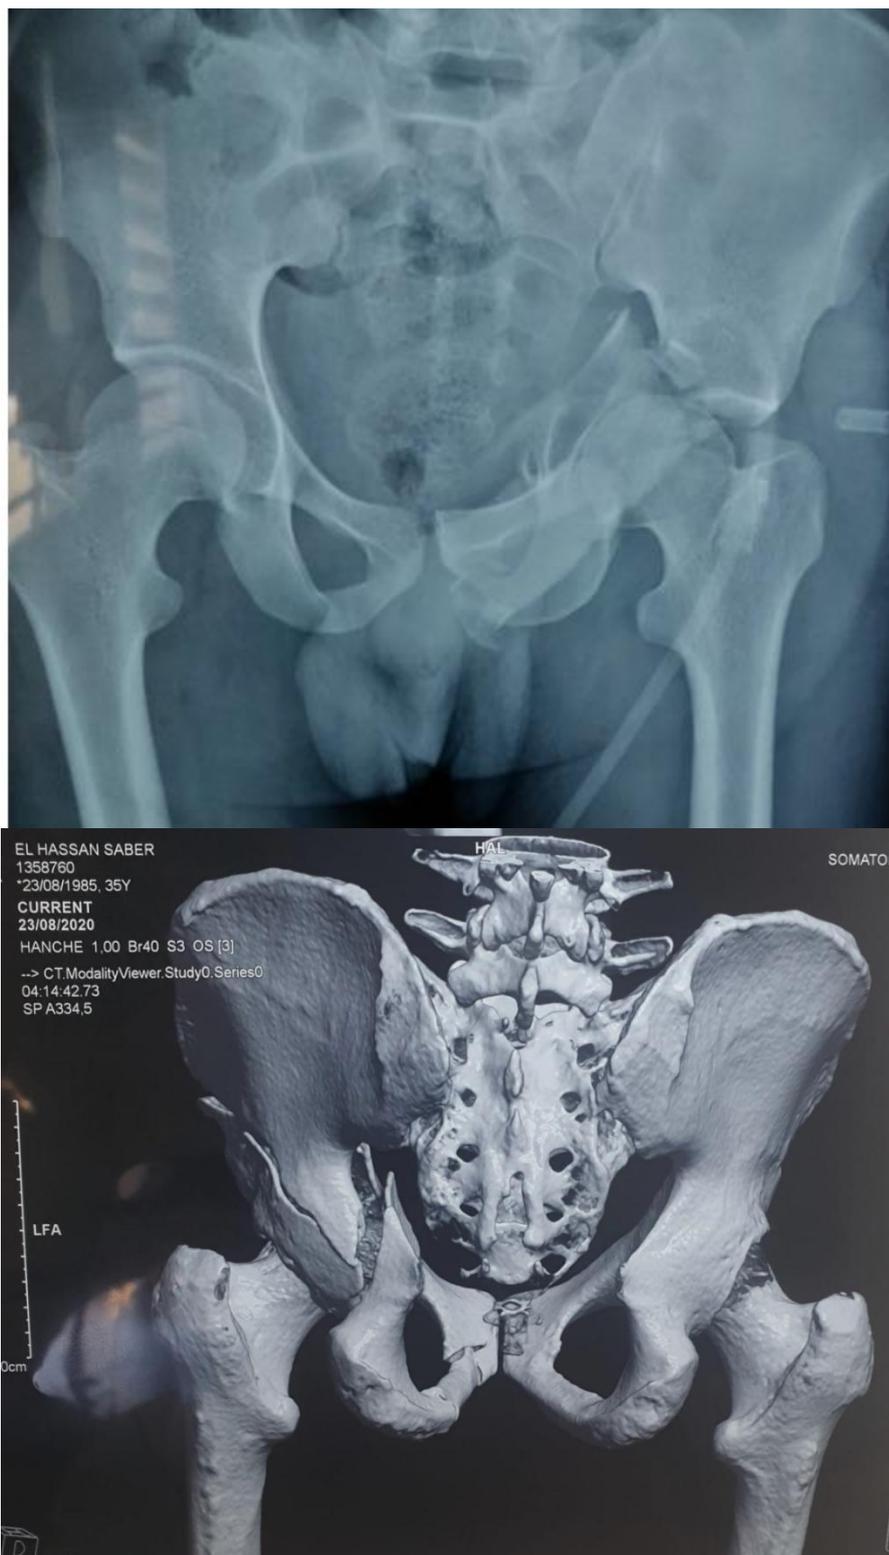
radiographie standard du bassin de face – complément TDM objectivant une fracture de la colonne postérieure+ paroi postérieure du cotyle gauche
